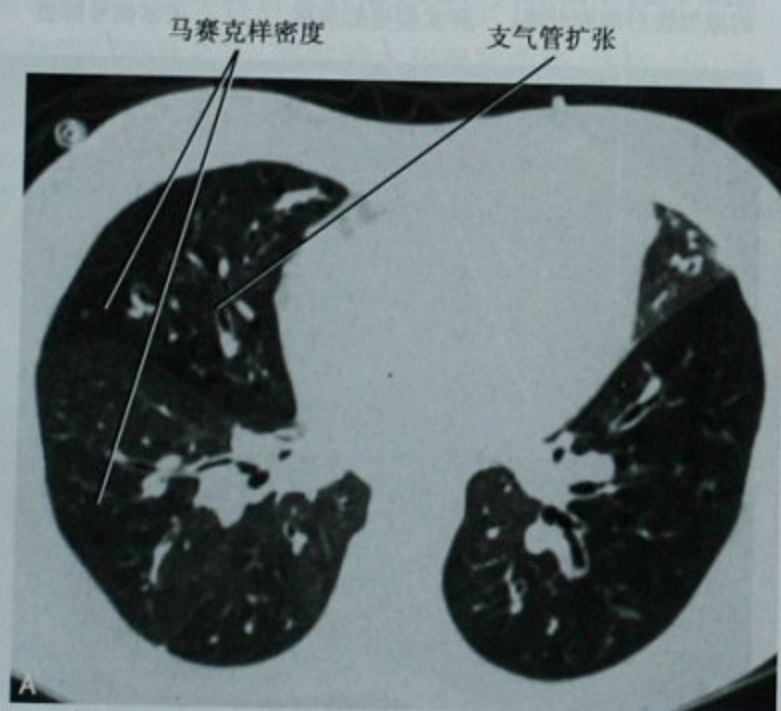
囊性纤维化,年轻患者,经肺部(A)和上腹部(B)横断面增强 CT 扫描,肺底部支气管扩张和马赛克样的密度(A)和肝脏脂肪变及胰腺脂肪代替(B)
